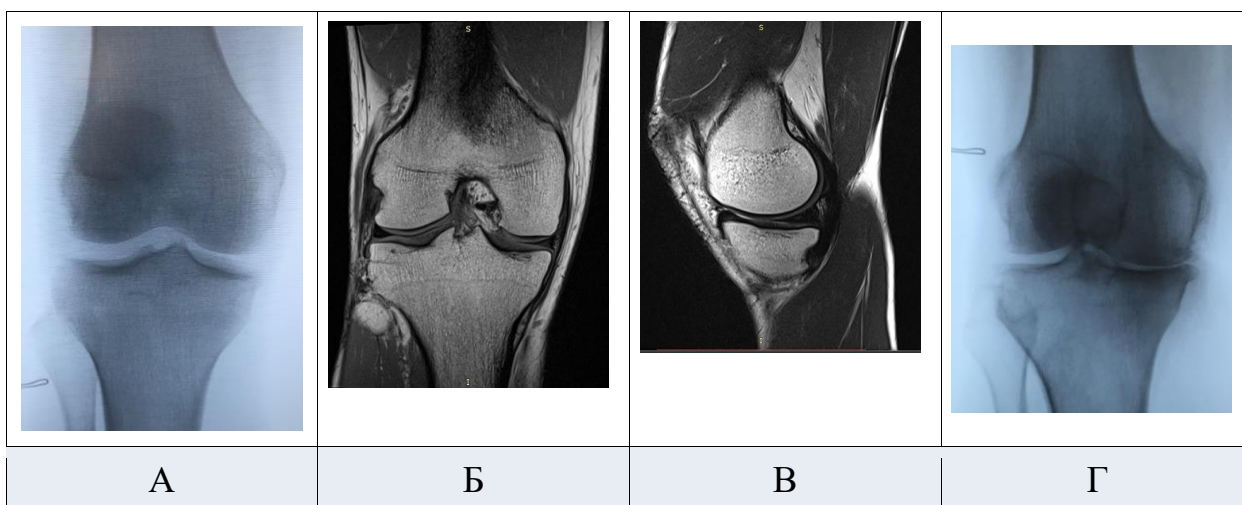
а) асиметрична будова колінного суглоба з остеоартрозом 1-2 ступеня за класифікацією Келлгрена-Лоуренса: гіпоплазія латерального виростку стегнової кістки та диспластична деформація за типом «пагоди» [Eckhoff] медіального виростку великогомілкової кістки з дисконгруентністю суглобових поверхонь, що контактують; індекси асиметрії ширини виростків стегнової кістки  $I_{asF} = 1,19$ , ширини виростків великогомілкової кістки  $I_{asT} = 1,14$ , кутів латеральної та медіальної відділів суглобової щілини  $I_{asJS} = 1,06$ ; Т1-зважені томограми цієї ж хворої з дегенеративним ушкодженням медіального меніску (б) та гіпертрофією жирових тіл Гоффа (в); г) рентгенограма цієї ж пацієнтки через три роки з варусним артрозом 3-4 ступеня.
